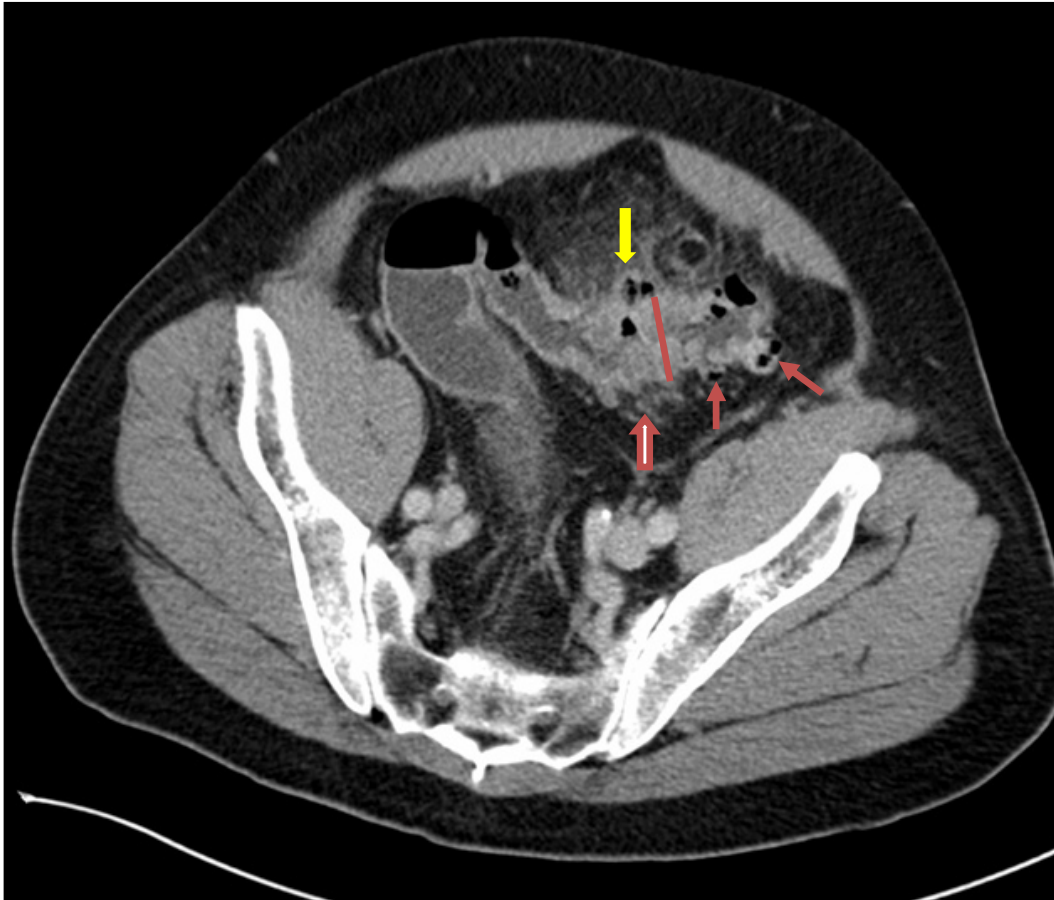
CT-Abdomen (axiale Schicht, venöse Phase) eines Patienten mit akuter Divertikulitis Typ IIB nach der Hansen und Stock-Klassifikation. Es zeigt sich eine Wandverdickung mit KM-Aufnahme im Colon sigmoideum (roter Strich). Es finden sich zwei KM-aufnehmende Divertikel (dünne rote Pfeile) der Darmwand sowie eine Imbibierung des umliegenden Fettgewebes (dicker roter Pfeil). Zudem liegt ein perikolischer Abszess mit Lufteingüssen im Sinne einer gedeckten Perforation vor (gelber Pfeil).
